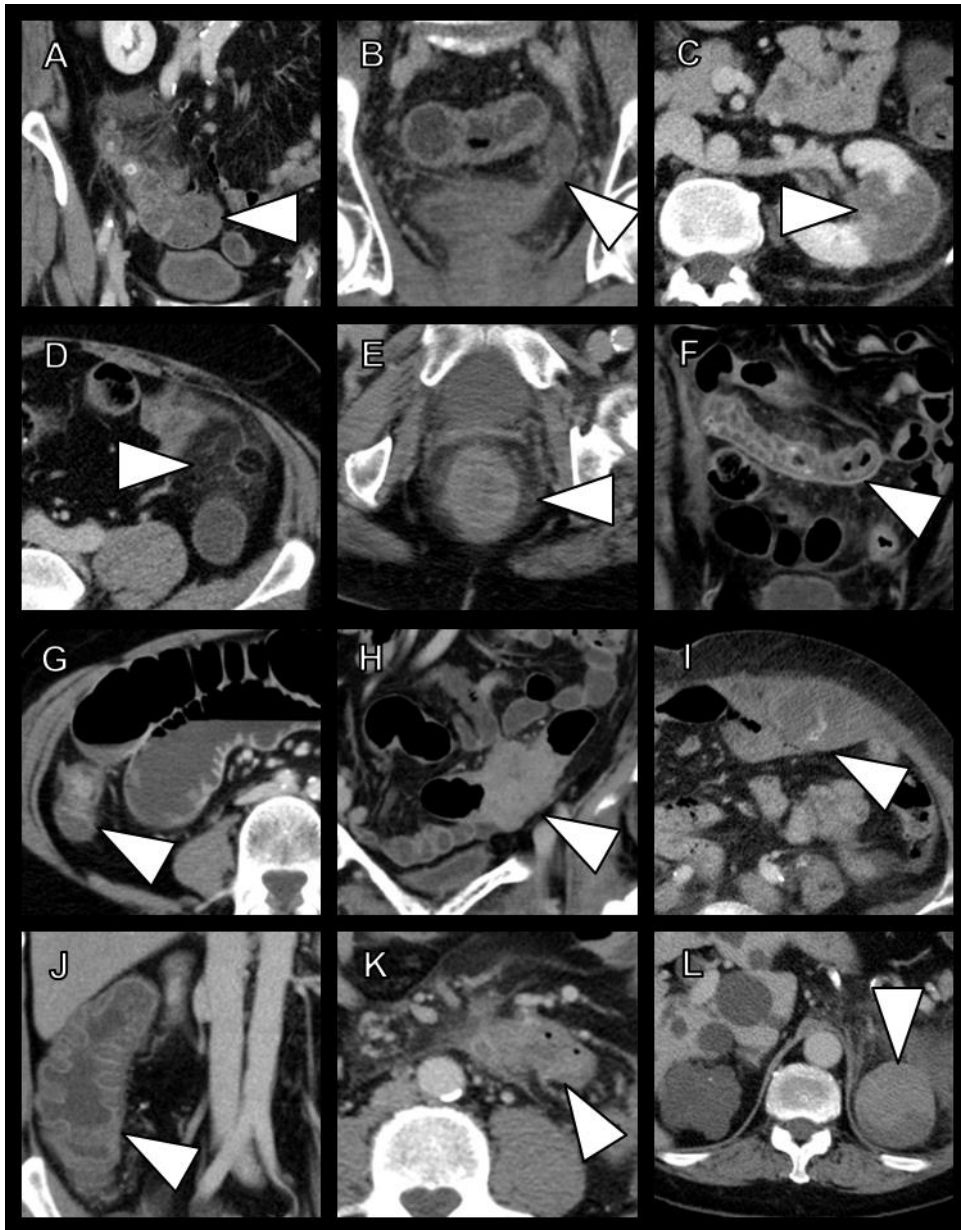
Beispiele von im CT gefundenen Differentialdiagnosen bei klinischem Verdacht einer Divertikulitis. A: Appendizitis bei einer 60-jährigen Patientin. B: Urothelkarzinom mit Harnverhalt bei einem 76-jährigen Patienten. C: Pyelonephritis bei einer 38-jährigen Patientin. D: Appendizitis epiploica bei einer 51-jährigen Patientin. E: Proktitis bei einer 82-jährigen Patientin. F: Ileitis terminalis bei einem 45-jährigen Patienten. G: Dünndarmileus bei Anastomosenstenose bei Zustand nach Ileozökalresektion bei einer 49-jährigen Patientin. H: Kolorektales Karzinom bei einer 70-jährigen Patientin. I: Rektusscheidenhämatom mit aktiver Blutung bei einer 73-jährigen Patientin. J: Infektiöse Kolitis bei einem 50-jährigen Patienten. K: Dünndarmdivertikulitis bei einem 59-jährigen Patienten. L: eingeblutete Nierenzyste bei einem 73-jährigen Patienten mit polyzystischer Nierenerkrankung.
